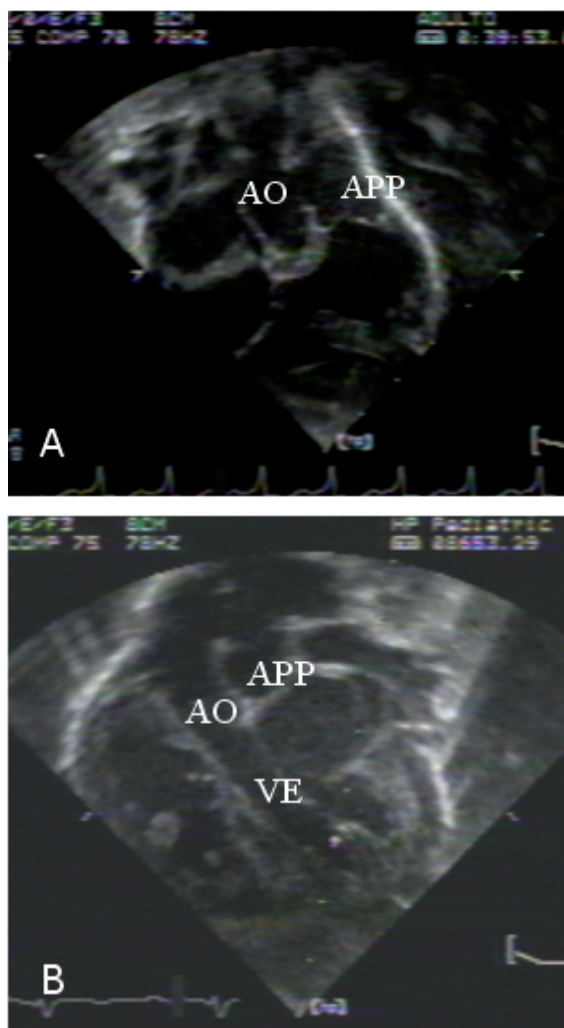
A - Ecocardiografia em corte subcostal demonstrando janela aortopulmonar conectando a aorta (AO) com artéria pulmonar principal (APP). B - Ecocardiografia em corte subcostal demonstrando defeito do septo aortopulmonar em posição distal (tipo II) próximo à bifurcação da artéria pulmonar. VE - ventrículo esquerdo; AO - aorta; APP - artéria pulmonar principal.
